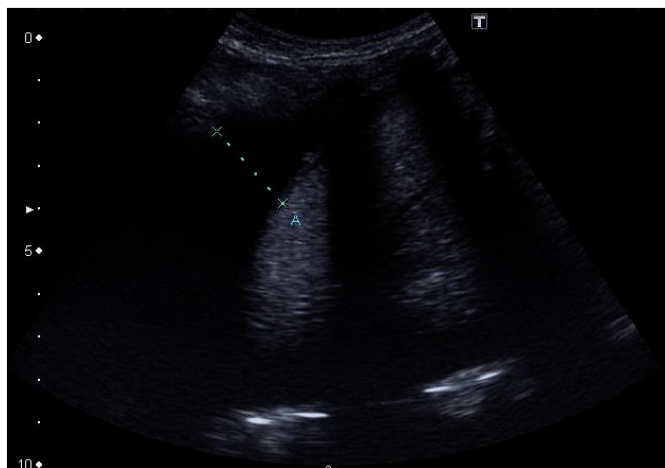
Ecografía torácica: derrame sin ecos en su interior y sin engrosamiento pleural.
